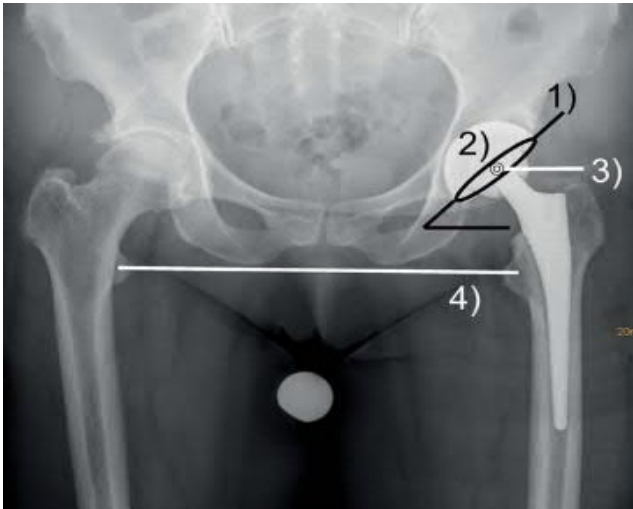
Röntgen-Beckenübersicht. Inklination (1), Anteversion (2), Offset (3) und Beinlänge (4), kaudal (heller Kreis) Eichkugel (aus Dargel et al. 2014)
